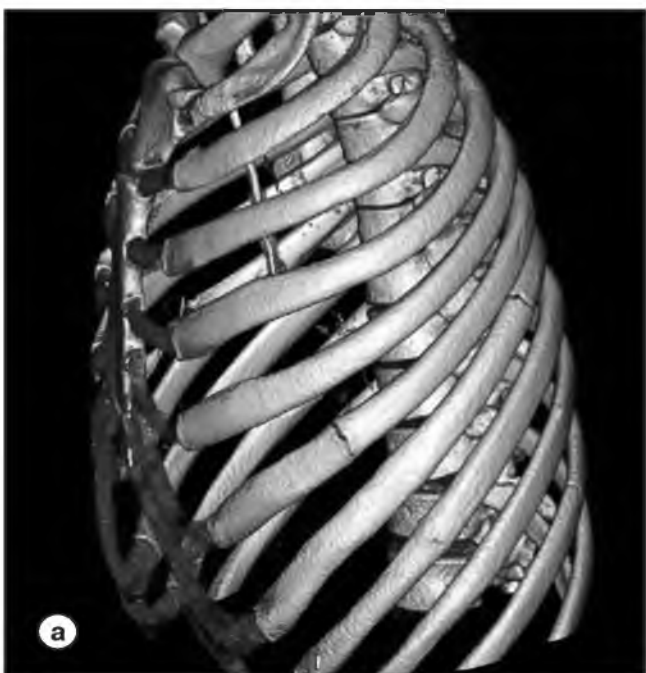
МСКТ (VRT). Визуализируются множественные переломы ребер слева (а), множественные переломы костей таза (б).
